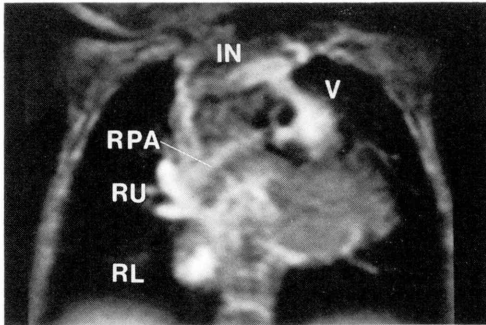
症例6 (Darling 分類 IV : Ia+IIb 型) の cine MRI 冠状断面像。
